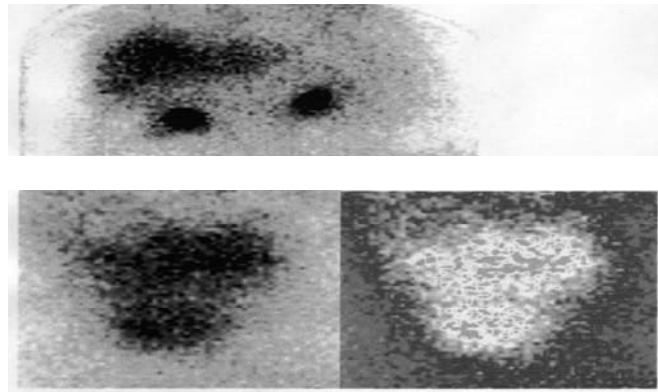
Сцинтиграфія хворої Г. у трьох проєкціях. Множинні метастази по всій поверхні печінки
